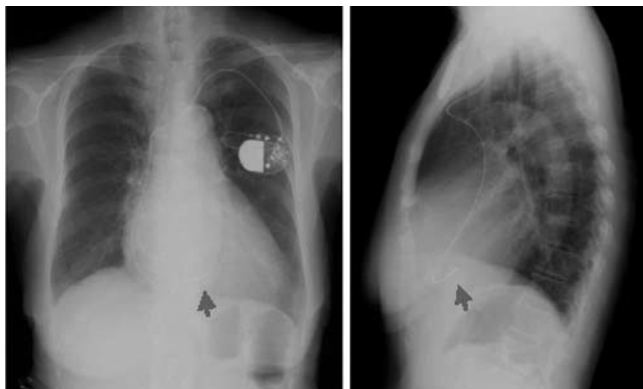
septal pacing症例の胸部X線(正面, 側面像)
